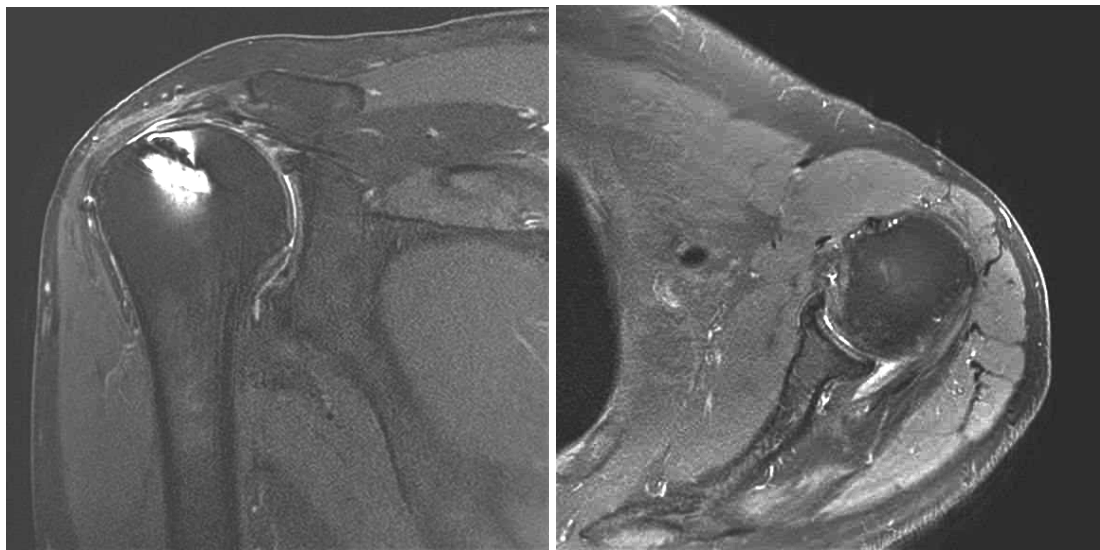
Imagem de ressonância magnética do ombro esquerdo em corte coronal (A) demonstrando lesão e retração do tendão do supraespinhoso, axial (B) demonstrando lesão do tendão do infraespinhoso.
